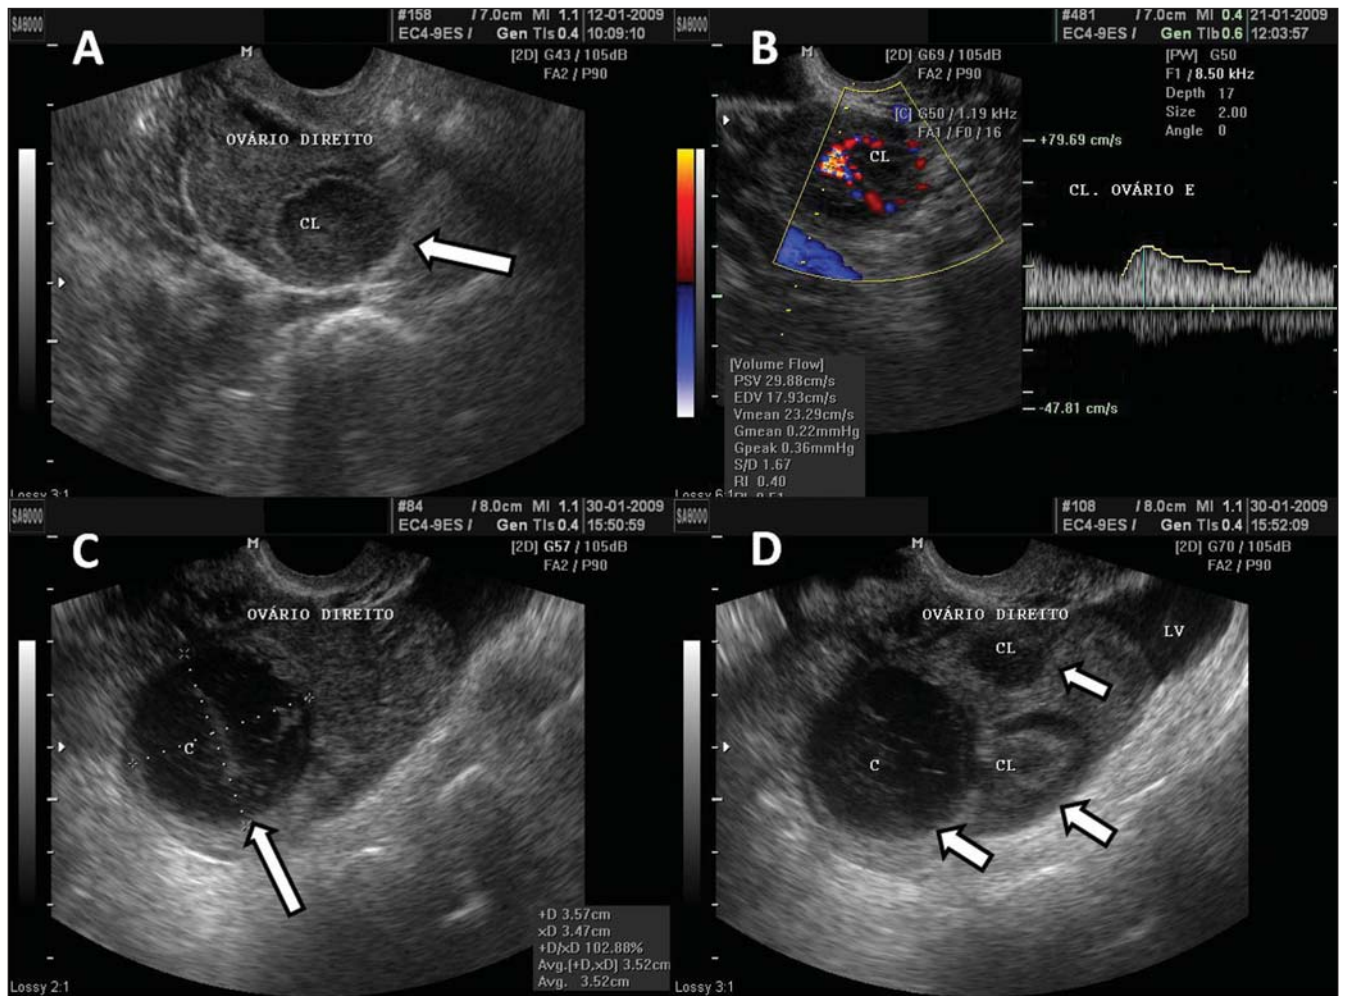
Corpo lúteo.* A: Ovário direito com formação cística em seu interior, de parede delgada e conteúdo ecogênico, característico do corpo lúteo (seta). B: Doppler colorido – o halo de vascularização em torno do corpo lúteo (CL) caracteriza o aspecto de imagem em “anel-de-fogo”. C: Ovário direito com corpo lúteo (seta) com *débris*, sugestivo de hemorragia em seu interior – conteúdo ecogênico heterogêneo linear de aspecto reticular. D: Ovário direito com três corpos lúteos (setas) e líquido livre peritoneal (LV) em paciente submetida a terapia de indução da ovulação.
